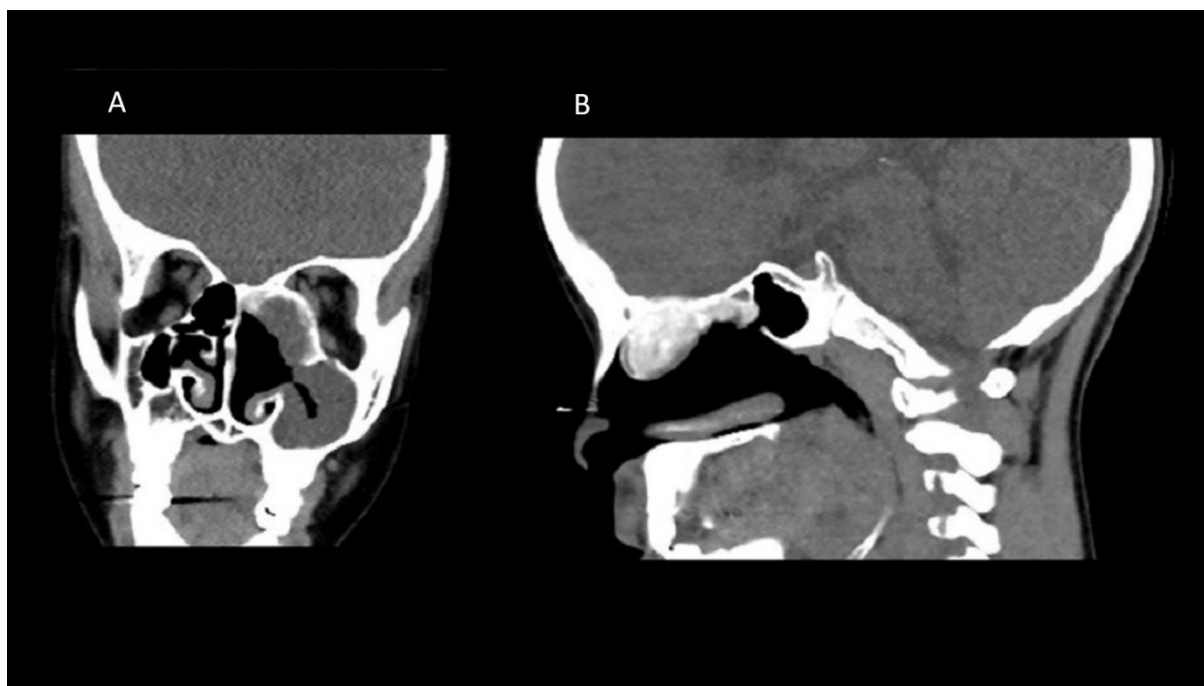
TC simple de órbitas. Reconstrucciones en plano A) coronal y B) sagital con ventana de partes blandas en las que se define la misma lesión tumoral, así como la hipoplasia y ocupación del seno maxilar contralateral.
